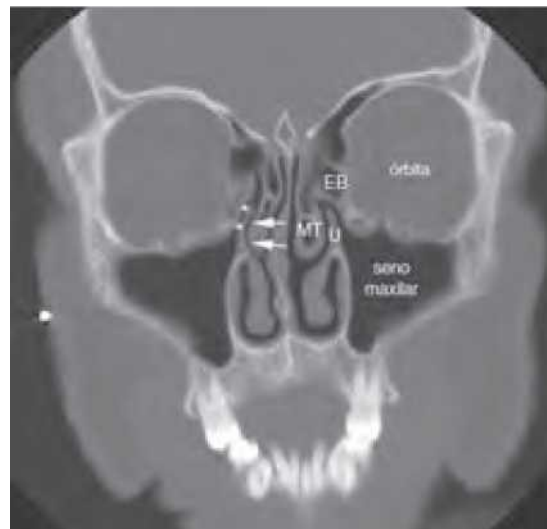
Rastreo coronal por tomografia computerizada (CT) con ventana ósea a través de los senos paranasales que muestra la anatomía de la unidad ostiomeatal. Indicados a la izquierda del paciente están el apófisis unciforme (U), la bula etmoidal (EB), y el cornete medio (MT; nótese que está parcialmente neumatizado, que corresponde a la concha bulosa). A la derecha del paciente se indican el infundíbulo (*) y el meato medio (flechas).
